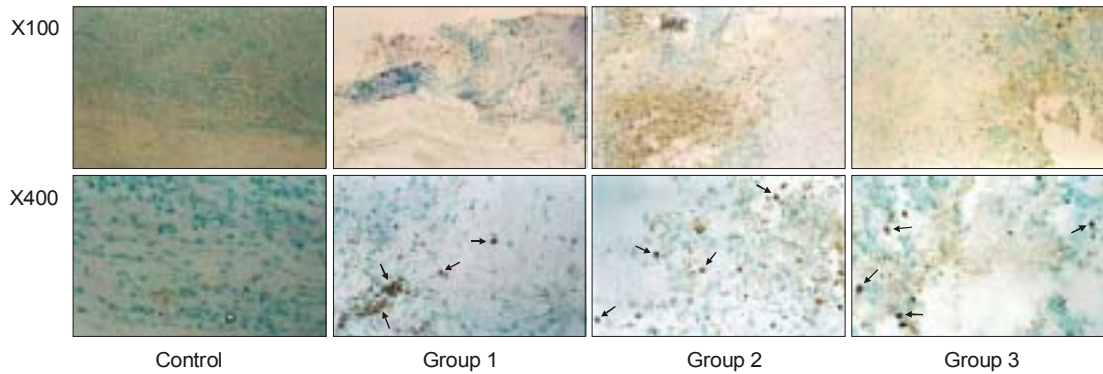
TUNEL 염색 소견. Ho-166 chitosan 복합체를 투여한 실험군 모두에서 핵이 염색되는 양성 소견이 보이며(화살표 표시) Ho-166 chitosan 복합체의 용량에 비례하여 양성 세포의 빈도가 높다. 3군에서는 종양 세포 주변의 정상 세포에서도 방사선 괴사로 보이는 부분에서도 양성 반응이 관찰된다.
